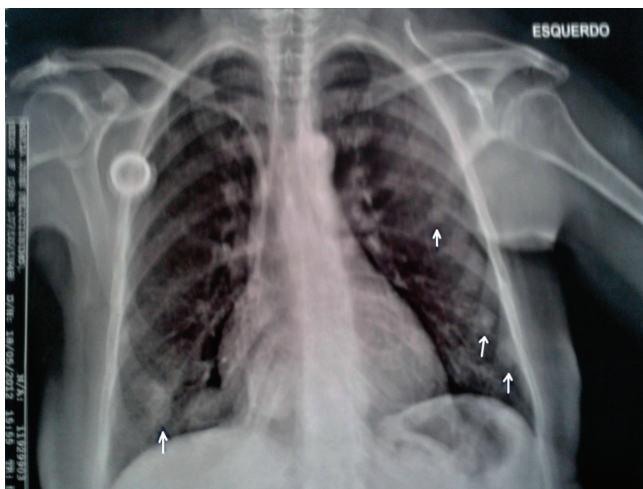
Radiografia de tórax apresentando quatro nódulos sólidos bem delimitados localizados em ambos os pulmões, medindo 0,4 cm
